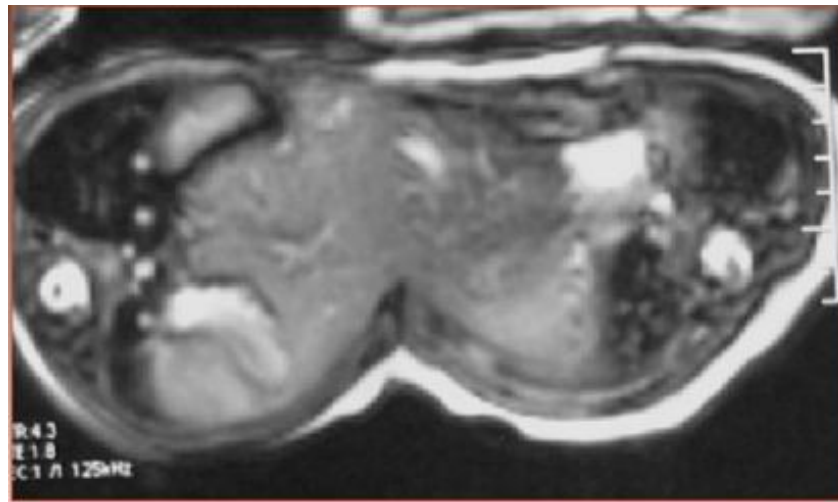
TDM postnatal des 2 jumelles omphalopages montrant une fusion hépatique totale [103].
